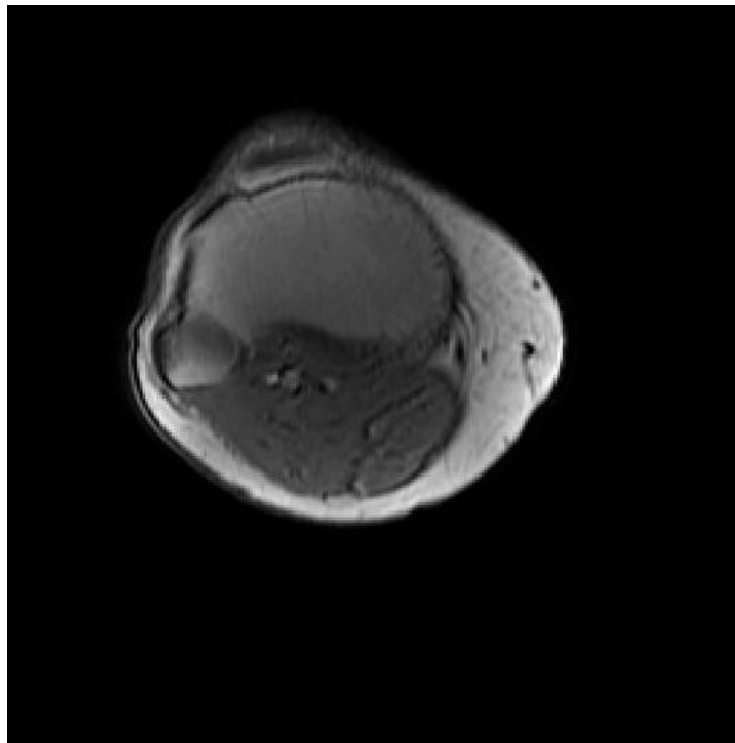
Оригінальне зображення МРТ
